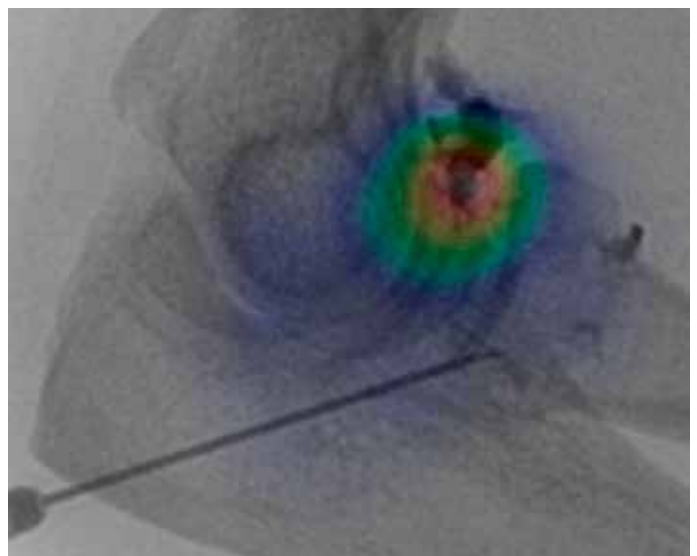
Überlagerungsbild aus Röntgendurchleuchtung und Verteilungsszintigramm nach RSO bei einer 40-jährigen Patientin mit einer rheumatoïden Arthritis. Das Bild zeigt die korrekte Lage der verwendeten Nadel und die farblich dargestellte Verteilung der radioaktiven Substanz im Gelenk.
